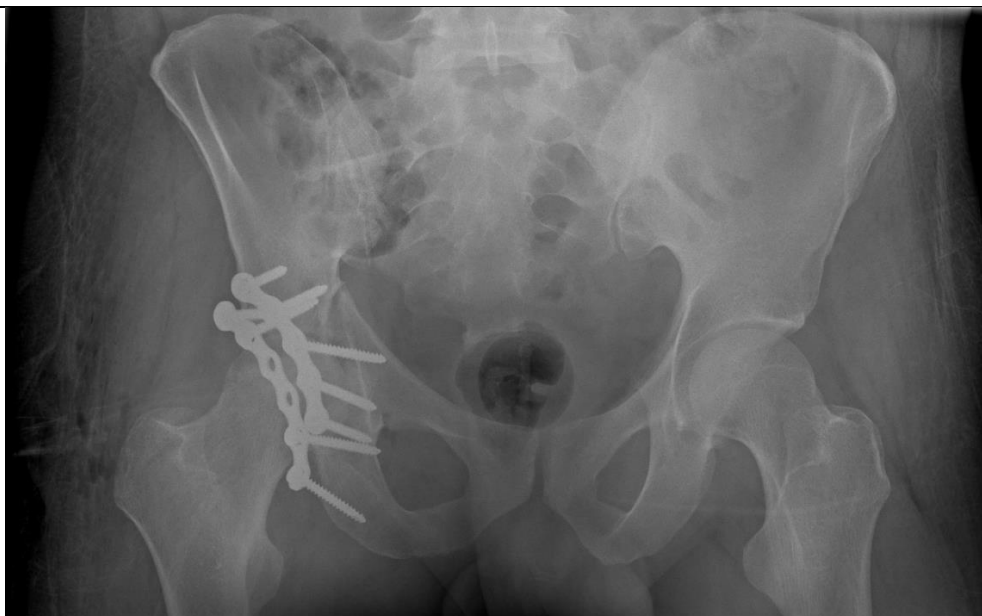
Рентгенограми кісток таза після проведеного оперативного втручання (пряма проєкція)
